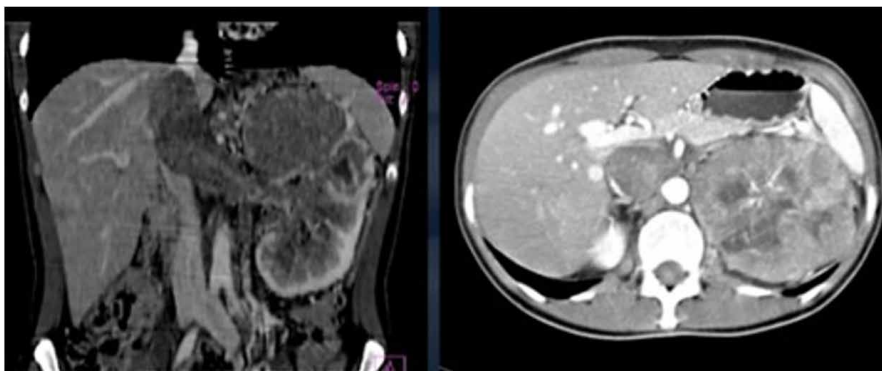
Tomografie computerizată în regim angiografic
